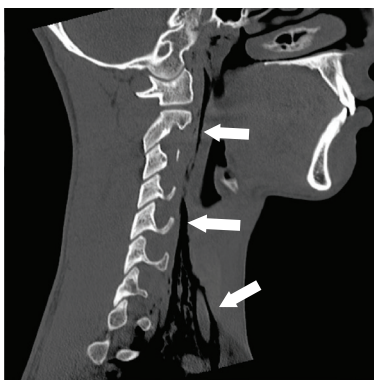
Cervical computed tomography shows air density in front of the cervical vertebra (arrows).
